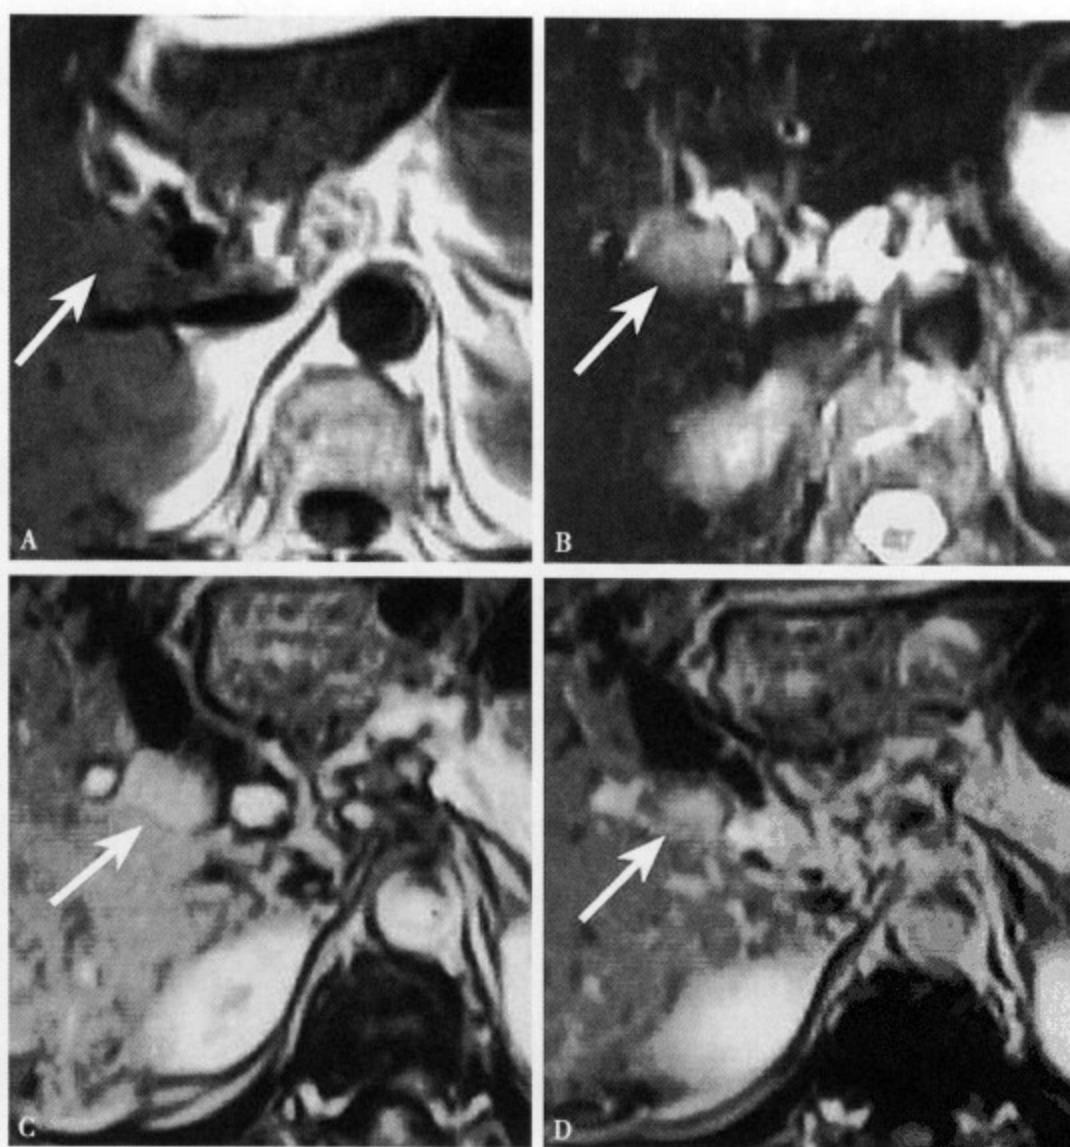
外生型肝细胞癌 (II 型) MRI 表现 T₁WI (A) 肿瘤呈等信号 (↑), 边界不清; T₂WI (B) 肿瘤 (↑) 呈稍高信号, 并向肝外突出; 增强 MRI 动脉期 (C) 肿瘤明显强化, 并呈半圆形向肝外突出, 边缘清楚; 静脉期 (D) 肿瘤信号明显减低
